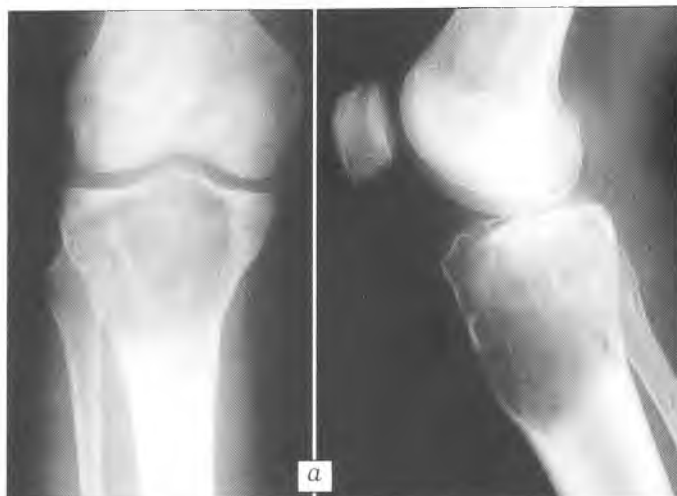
Рентгенограммы больной С. 21 года. Диагноз: гигантоклеточная опухоль большеберцовой кости. а — до операции; б — через 5 мес после операции с пластикой дефекта «Остеоматриksom» и «Перфоостом».
